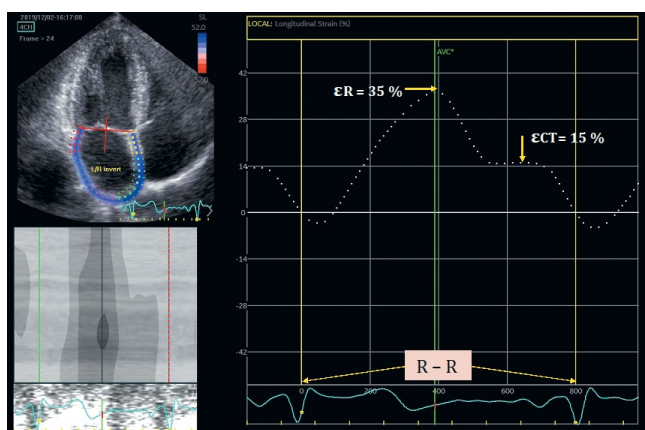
Оценка деформации левого предсердия от зубца R ЭКГ до зубца R у пациента А, 42 лет. ϵ_{CT} 15 % — стрейн в контрактильную фазу; ϵ_R 35 % — стрейн в фазу накопления. ϵ_{CD} 20 % — стрейн в фазу протекания (рассчитывается как разность между ϵ_R и ϵ_{CT}).
